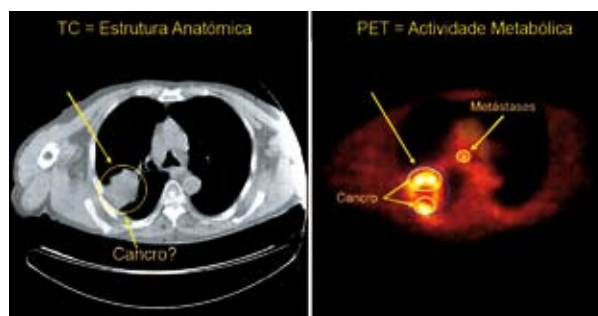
ATC fornece detalhes da estrutura anatómica. O PET permite detectar a doença ao nível molecular. Observar que a TC não identifica a porção funcional do tumor e que o PET não permite uma localização anatómica perfeita da localização do tumor.
